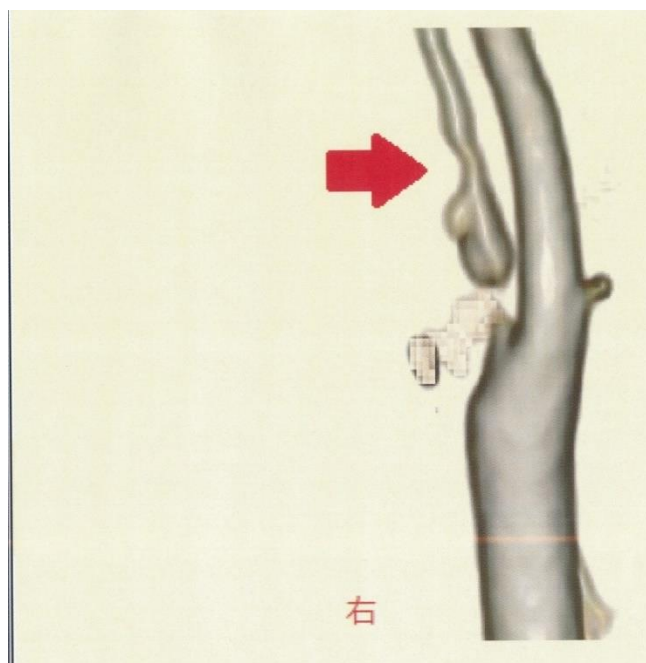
3DCTA（CTで撮影した脳の動脈を3Dに加工したもの）。図1の患者の右内頸動脈の起始部に狭窄を認め、その遠位部の血管が図1のMRA同様に全体的に狭窄している
